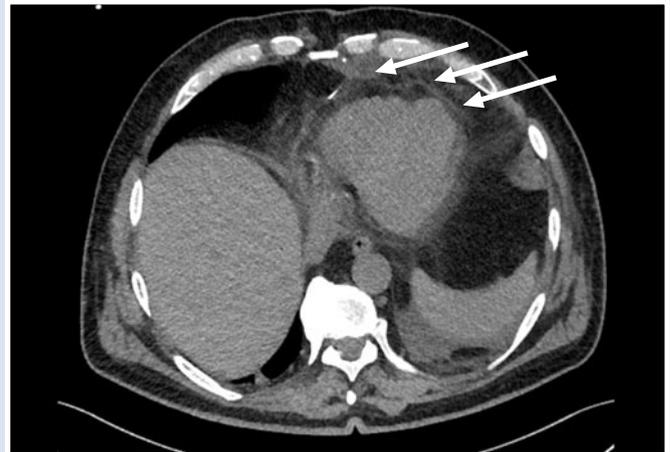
Компьютерная томография органов грудной клетки, стрелками указан фиксированный на сердце перикардиальный жир.
